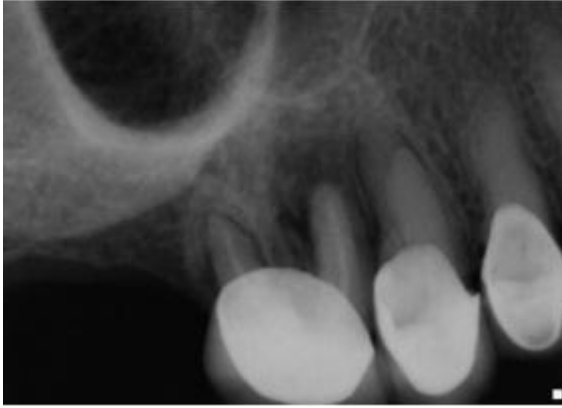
Radiographie péri apicale de la 1^{ère} molaire droite montrant une lésion radioclaire autour de l'apex de la 1^{ère} molaire maxillaire droite. [42]
